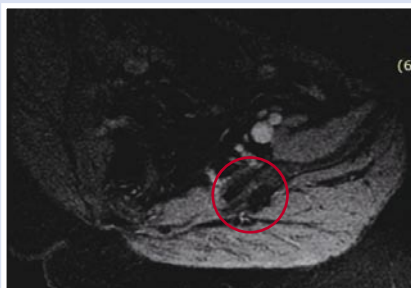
МРТ после ФУЗ-абляции (зона, не накапливающая контрастное вещество - критерий эффективной абляции)
